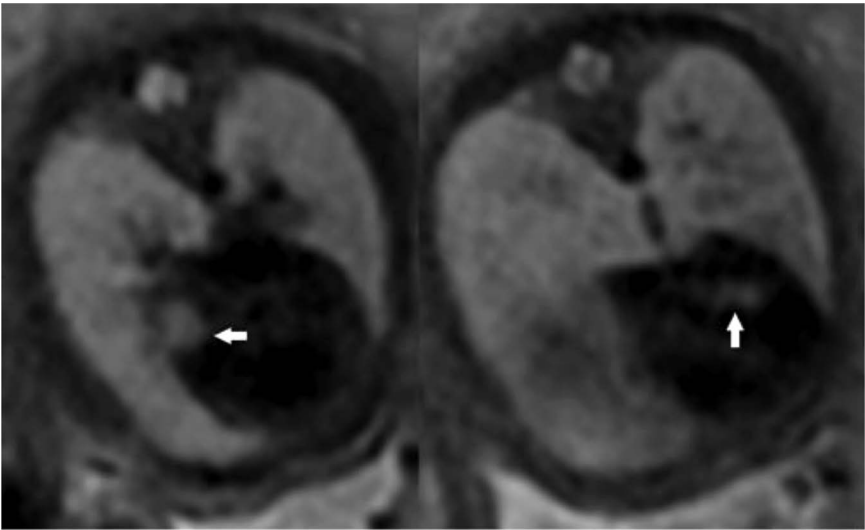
Результаты пренатальной магнитно-резонансной томографии грудной клетки плода в аксиальной плоскости с использованием T2-взвешенной последовательности (T2 Ax CHEST). III триместр беременности (срок 29 нед. и 4 дня). В левом и правом желудочке сердца определяются образования с аналогичными паттернами, характерными для рабдомиомы (белые стрелки).
